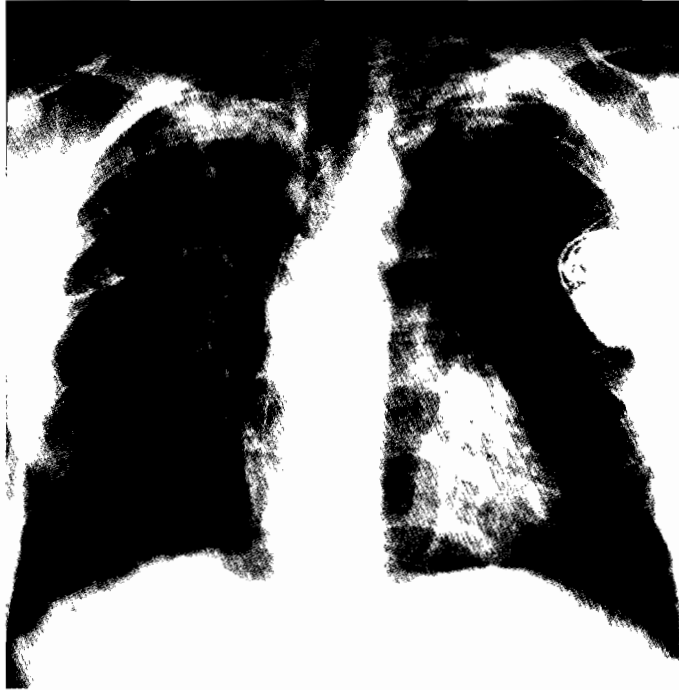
Case 1. Chest X-ray. Linear shadow in the middle of right lung – thickened interlobar fissure. Calcified lymph nodes in mediastinum.
